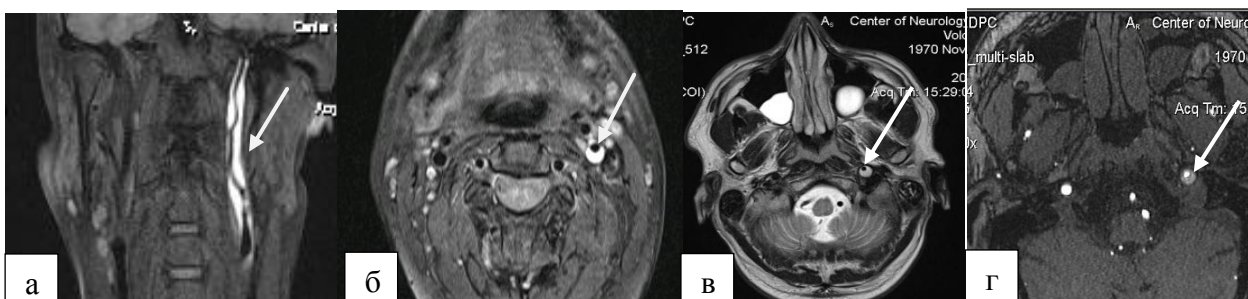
Визуализация ИМГ с 3 дня по 3 месяц: а). МРТ T1 fat sat коронарная проекция; б) МРТ T1 fat sat аксиальная проекция; в) МРТ T2-ВИ аксиальная проекция; г) МРА-нативные данные аксиальная проекция.
